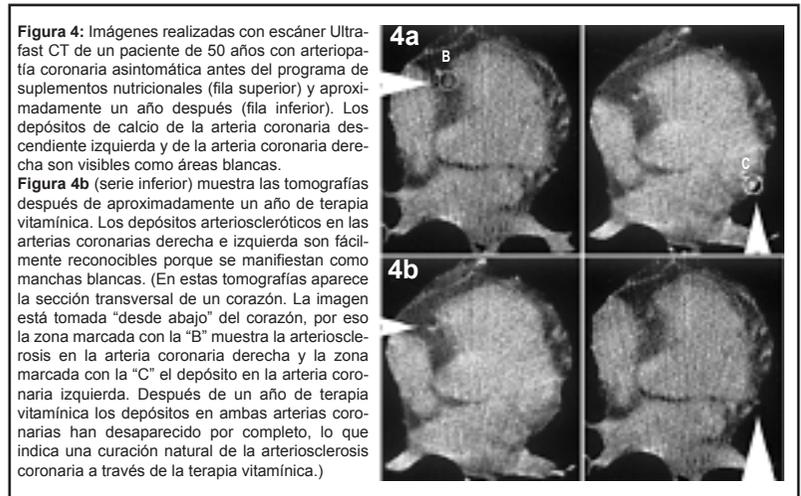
Imágenes realizadas con escáner Ultrafast CT de un paciente de 50 años con arteriopatía coronaria asintomática antes del programa de suplementos nutricionales (fila superior) y aproximadamente un año después (fila inferior). Los depósitos de calcio de la arteria coronaria descendiente izquierda y de la arteria coronaria derecha son visibles como áreas blancas.
